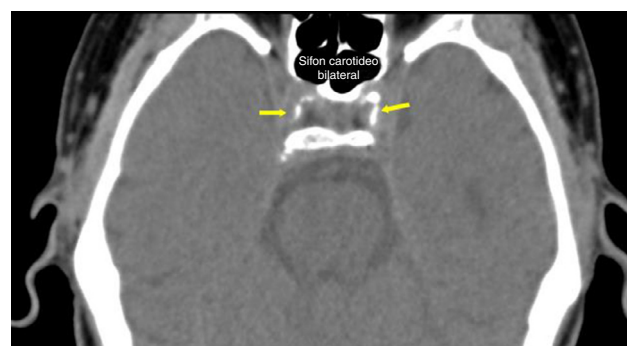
Tomografía computada multicorte de encéfalo, plano axial, donde se observan placas cálcicas en ambos sifones carotídeos (flechas).
